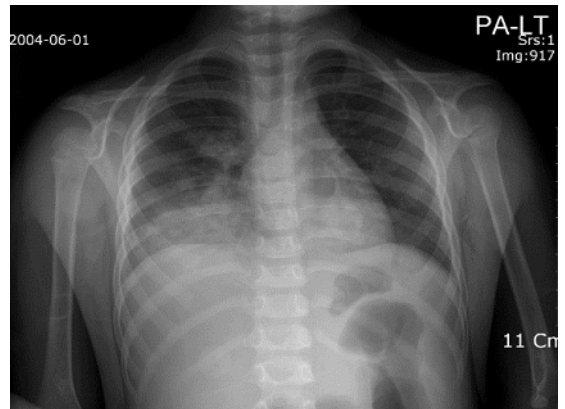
Three days after admission, chest radiography shows aggravation of infiltrates on both lower lung fields.
